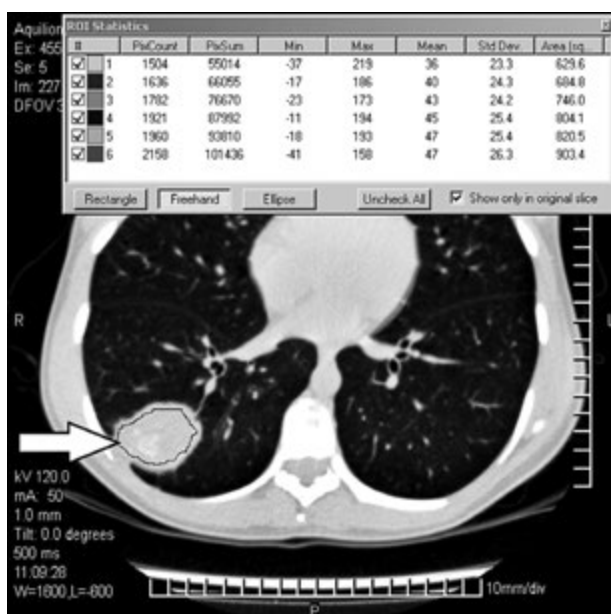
Аксіальний КТ-зріз хворої З. з діагнозом туберкуломи нижньої частки правої легені в програмі DICOM VIEVER PHILIPS з таблицею денситометричних показників туберкуломи (остання вказана стрілкою)
